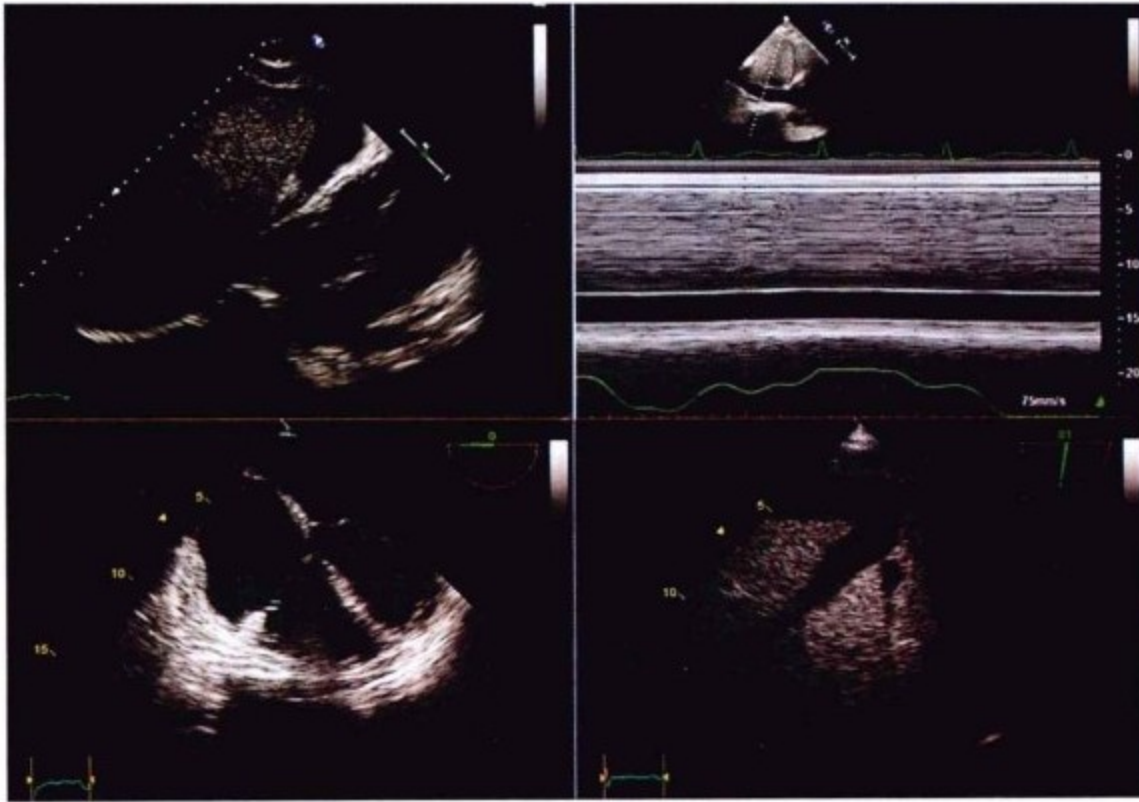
左上图,为剑突下切面显示肝脏周围大量腹水。右上图,示在整个呼吸过程中下腔静脉始终呈扩张状态。左下图,为经食管超声心动图,显示右心房室增大。房间隔向左侧移位,提示右心房压力高于左心房。右下图,为经食管超声心动图,显示下腔静脉及肝静脉扩张并自发显影,提示血流速度减低。
